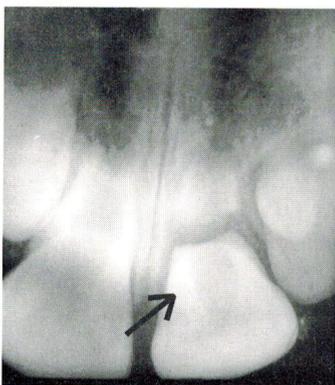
Radiografia periapical trazida pela paciente exibindo traço de fratura radicular.
